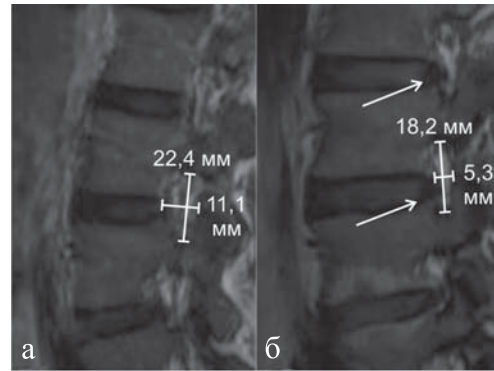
МР-томограммы двух пациентов: (а) — без клинических проявлений неврологического дефицита; (б) — пациента с хронической радикулопатией L_{IV}–L_V, справа. Стрелками указаны грыжи межпозвоночных дисков L_{IV}–L_V и L_{III}–L_{IV}, вызывающих стеноз межпозвоночных отверстий преимущественно в переднезаднем направлении.
